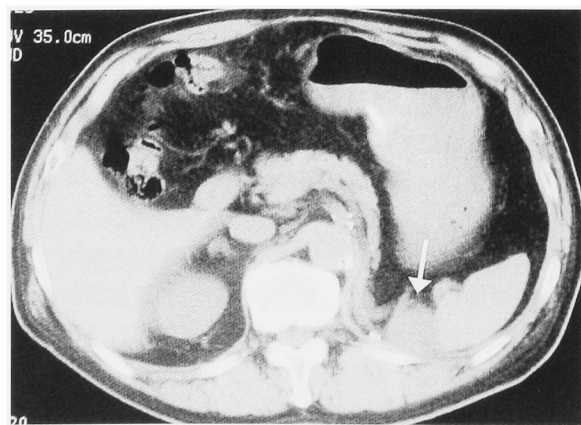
Contrast enhanced computerized tomography (CT) of the abdomen demonstrates retroperitoneal recurrent tumor (arrow).
